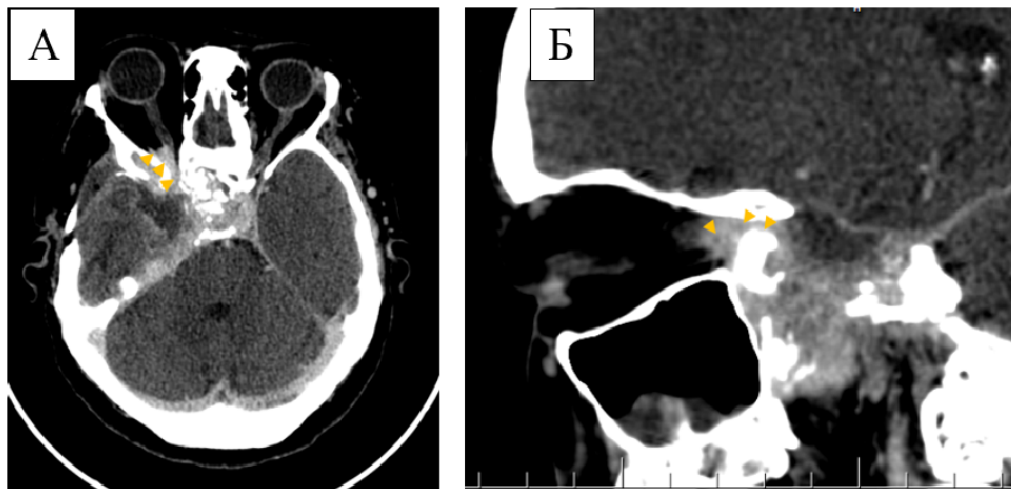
КТ с контрастом пациента Л., исследуемая группа. Аксиальный срез – А, сагиттальный срез – Б. Стрелками показано распространение опухоли в глазницу через верхнюю глазничную щель (менинготелиоматозная менингиома, WHO Grade I). При этом большое крыло основной кости утолщается
